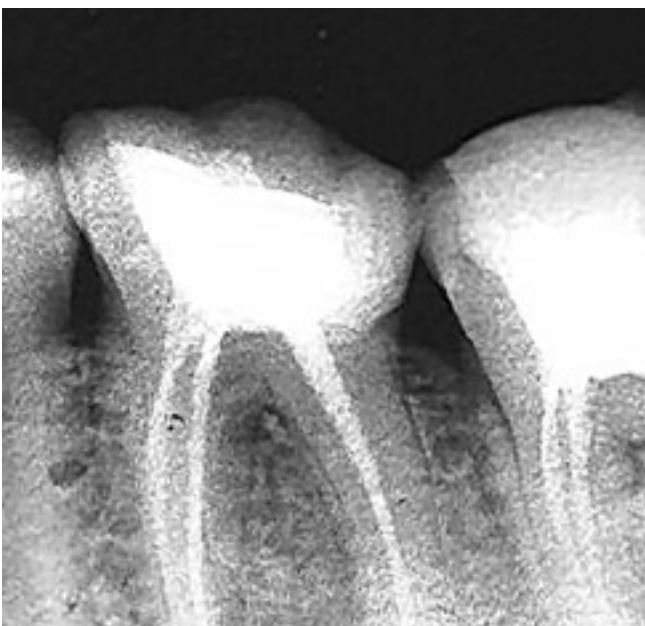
Контрольная рентгенограмма через год после лечения. Костная ткань в области верхушек корней зуба 3.6 полностью восстановлена
